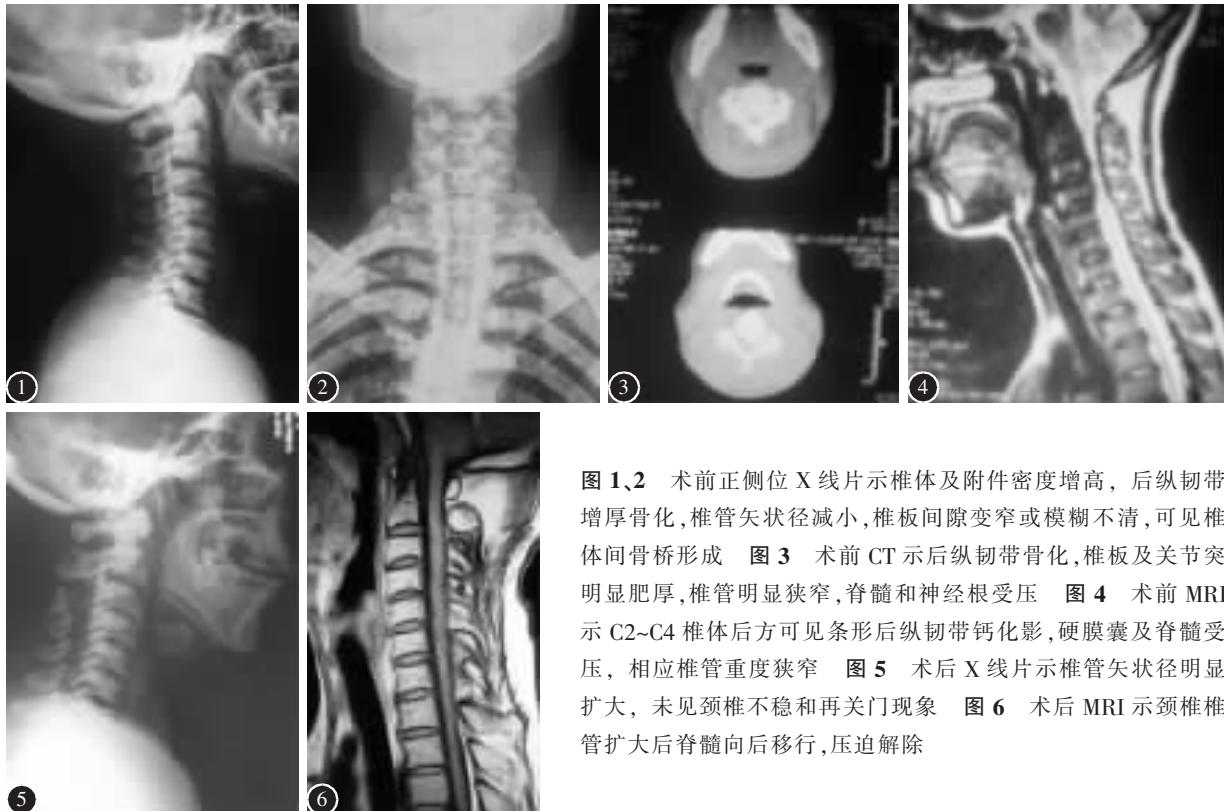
2 术前正侧位 X 线片示椎体及附件密度增高, 后纵韧带增厚骨化, 椎管矢状径减小, 椎板间隙变窄或模糊不清, 可见椎体间骨桥形成。图 3 术前 CT 示后纵韧带骨化, 椎板及关节突明显肥厚, 椎管明显狭窄, 脊髓和神经根受压。图 4 术前 MRI 示 C2~C4 椎体后方可见条形后纵韧带钙化影, 硬膜囊及脊髓受压, 相应椎管重度狭窄。图 5 术后 X 线片示椎管矢状径明显扩大, 未见颈椎不稳和再关门现象。图 6 术后 MRI 示颈椎椎管扩大后脊髓向后移行, 压迫解除。
